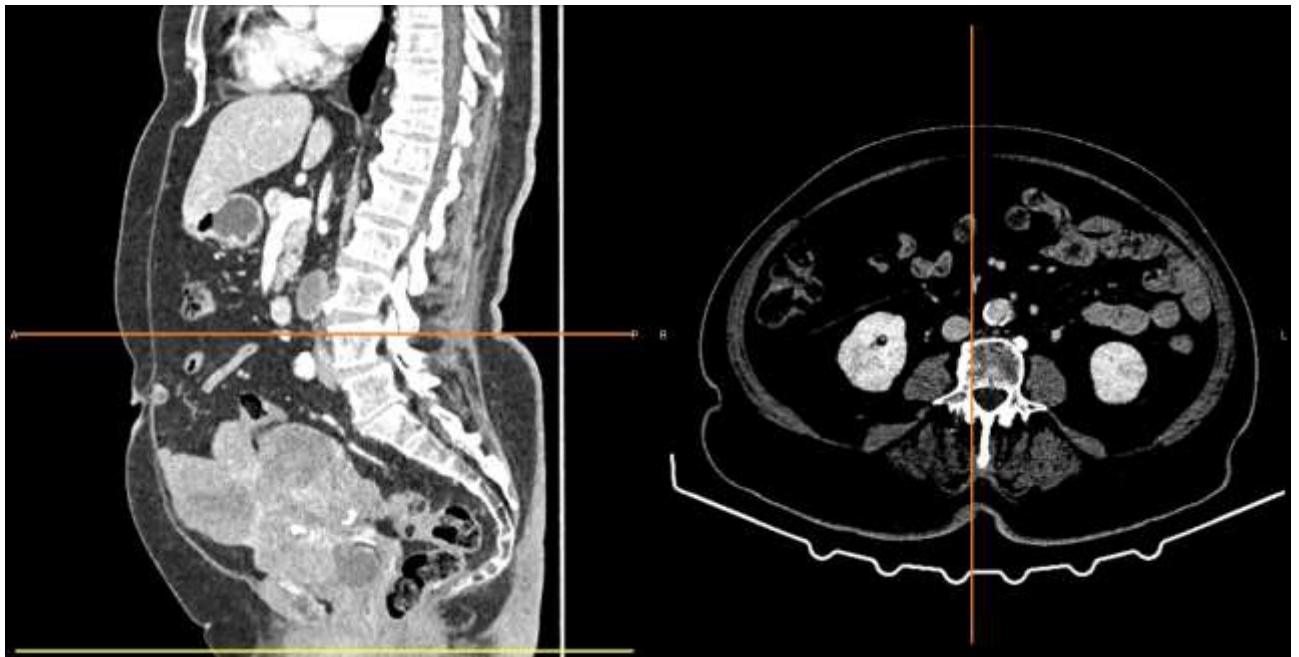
Передопераційне планування постановки першого троакару за допомогою мультипланарної реконструкції КТ послідовностей
